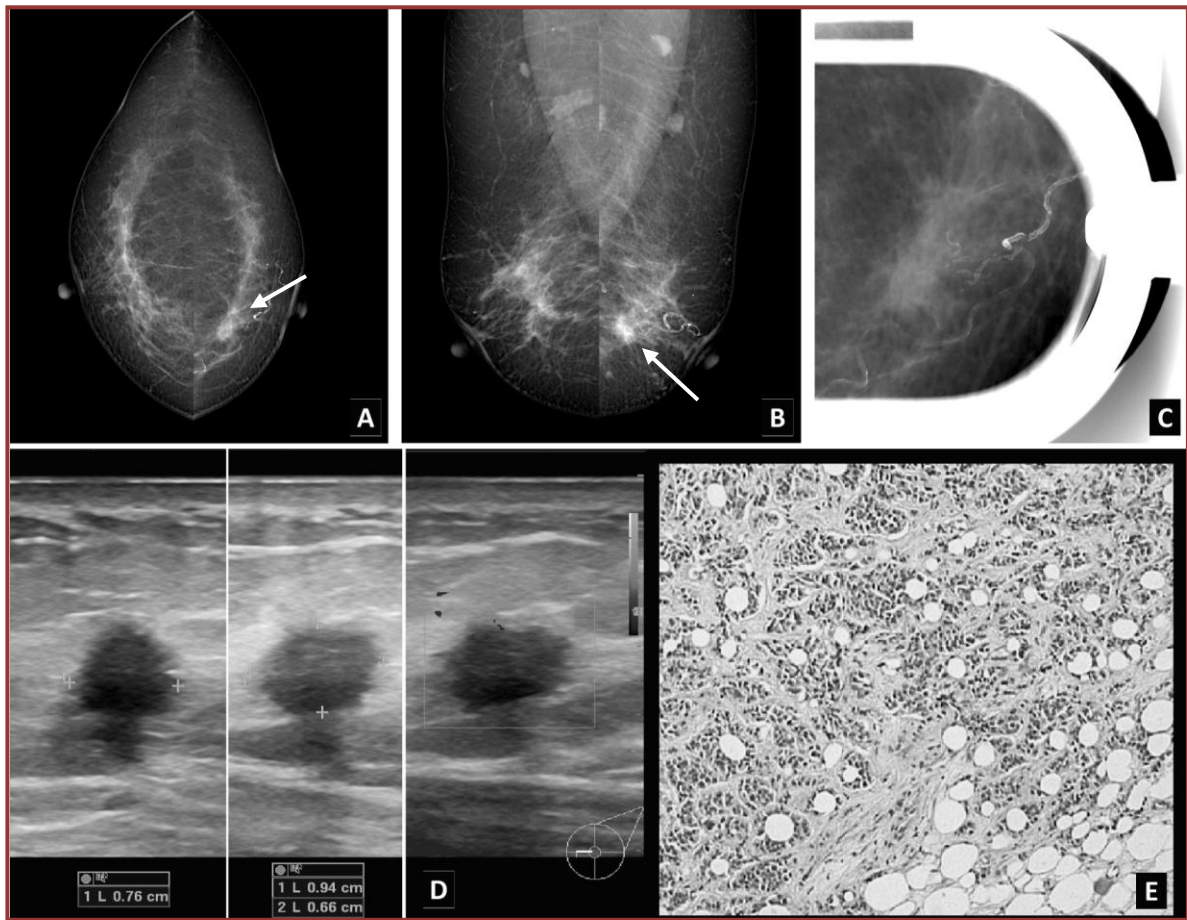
Mastografía digital convencional. Proyecciones CC (A) y OML (B) que muestran tejido de tipo mixto con una asimetría focal en cuadrante inferointerno izquierdo que al cono de compresión (C) persiste y además muestra bordes irregulares, y que ecográficamente (D) corresponde a una imagen hipoeoica, de contornos espiculados, que proyecta atenuación posterior y al Doppler color muestra incipiente zona vascularizada en su borde anterior. La lesión categorizada como BI-RADS 5 fue biopsiada y el reporte histopatológico reveló carcinoma ductal infiltrante (E).
